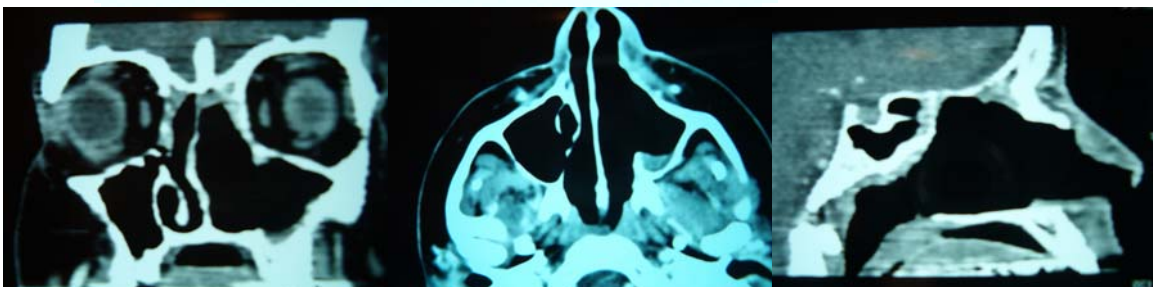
Control TAC postquirúrgico. No se aprecia recidiva tumoral
